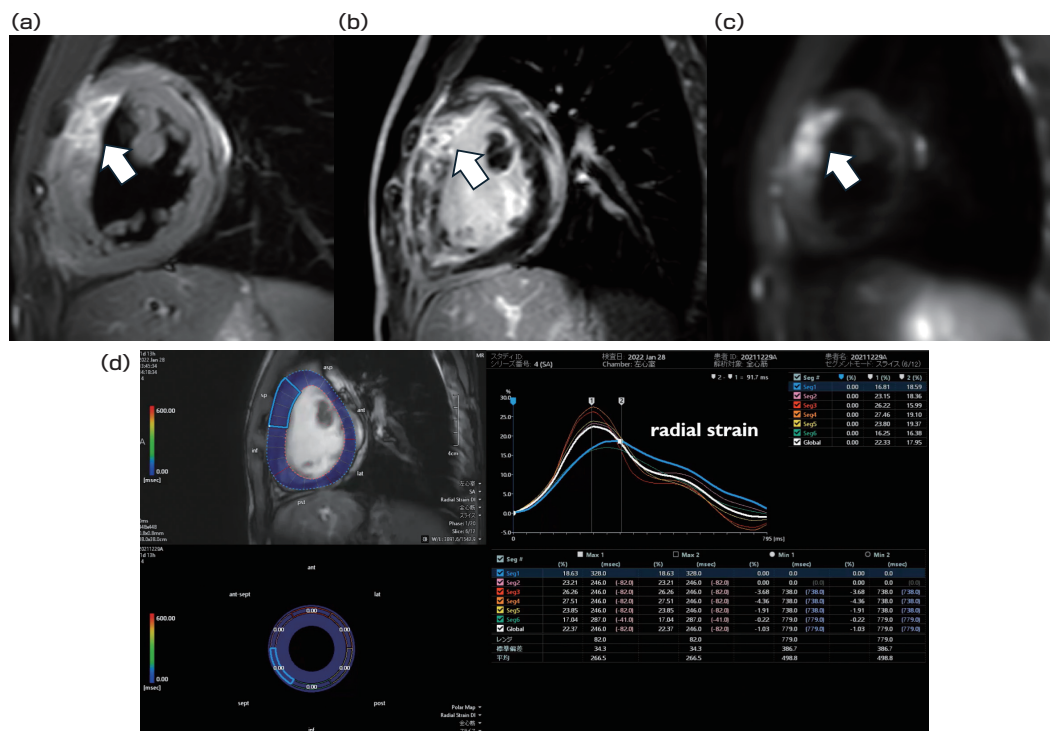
心臓MRI a.T2強調像短軸像 b.脂肪抑制造影T1強調像短軸像 c.拡散強調画像(IVIM) d.シネMRIとストレイン解析
